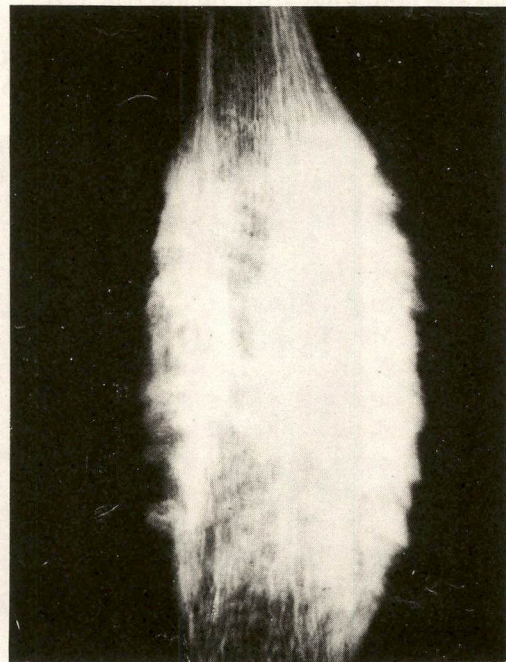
Radiografia da peça ressecada.
